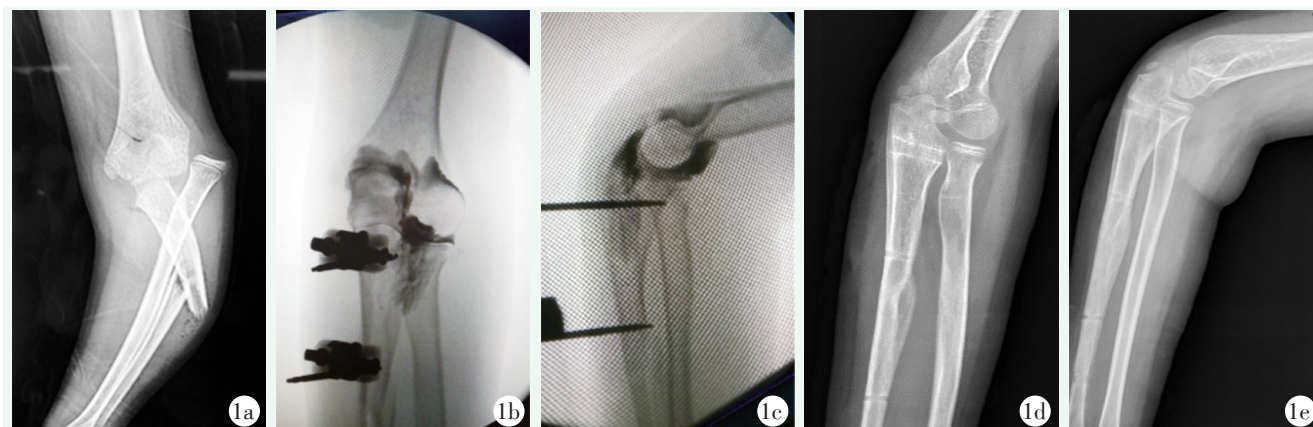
患儿，男，9岁，Bado III型孟氏骨折 1a: 术前X线片示Bado III型孟氏骨折 1b, 1c: 术中闭合复位单边外架固定，肘关节造影显示肱桡关节完全吻合，匹配良好 1d, 1e: 术后12周取出外固定架后正侧位X线片示骨折愈合良好
